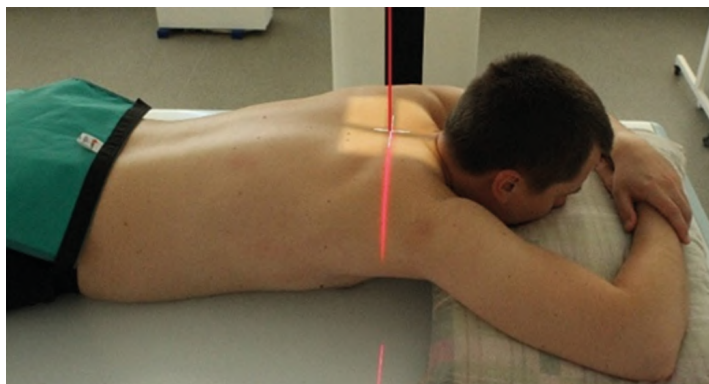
Рентгенография грудино-ключичных сочленений. Передняя прямая проекция
